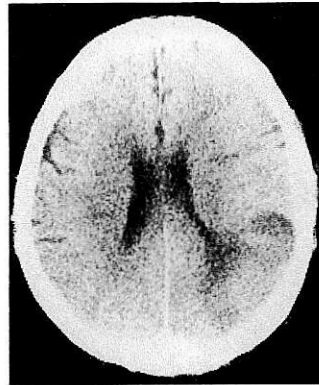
症例 5 の術後頭部 CT スキャン像
